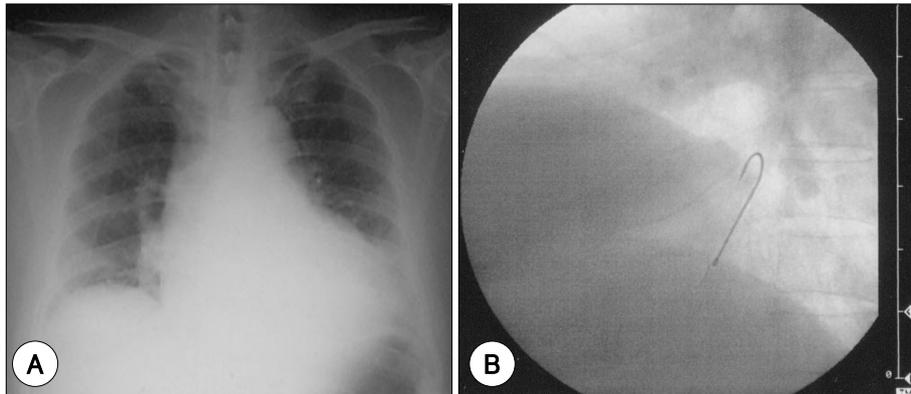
Chest X-ray (AP View, A) at admission reveals cardiomegaly (CT ratio=0.6) with mediastinal widening. Follow-up chest X-ray (lower lateral View, B) reveals a fishhook (arrow) in lower esophagus.
